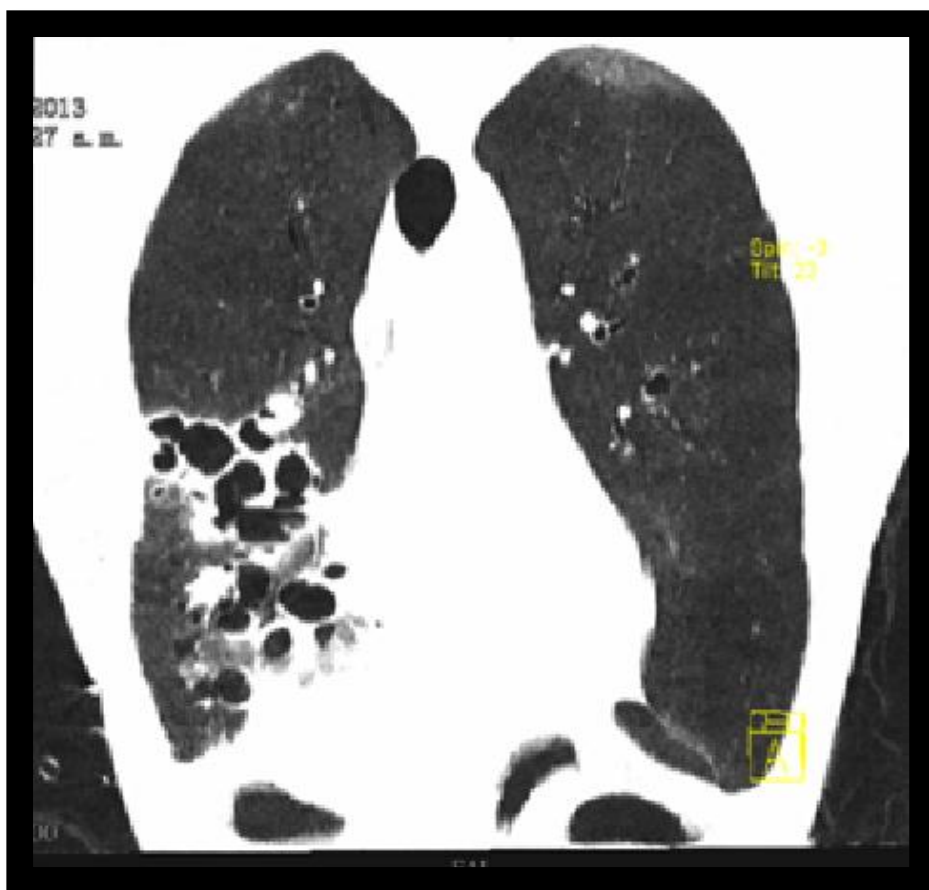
imagen por tomografía de tórax, corte coronal, en la cual se aprecian múltiples cavitaciones pulmonares, comunicadas entre sí en parte del lóbulo medio y en todo el lóbulo inferior de pulmón derecho.
